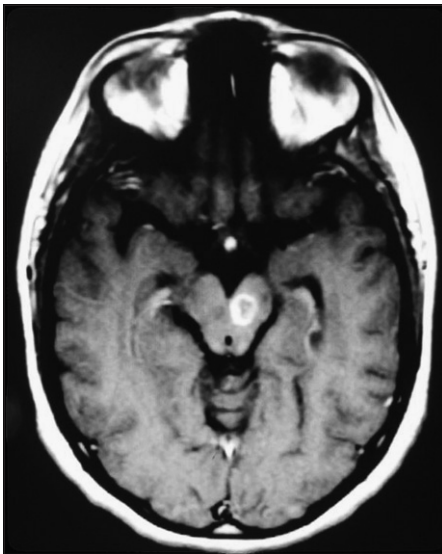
RM, Plano axial. T1 con gadolinio. Se visualiza imagen nodular mesencefálica izquierda con realce en anillo.
